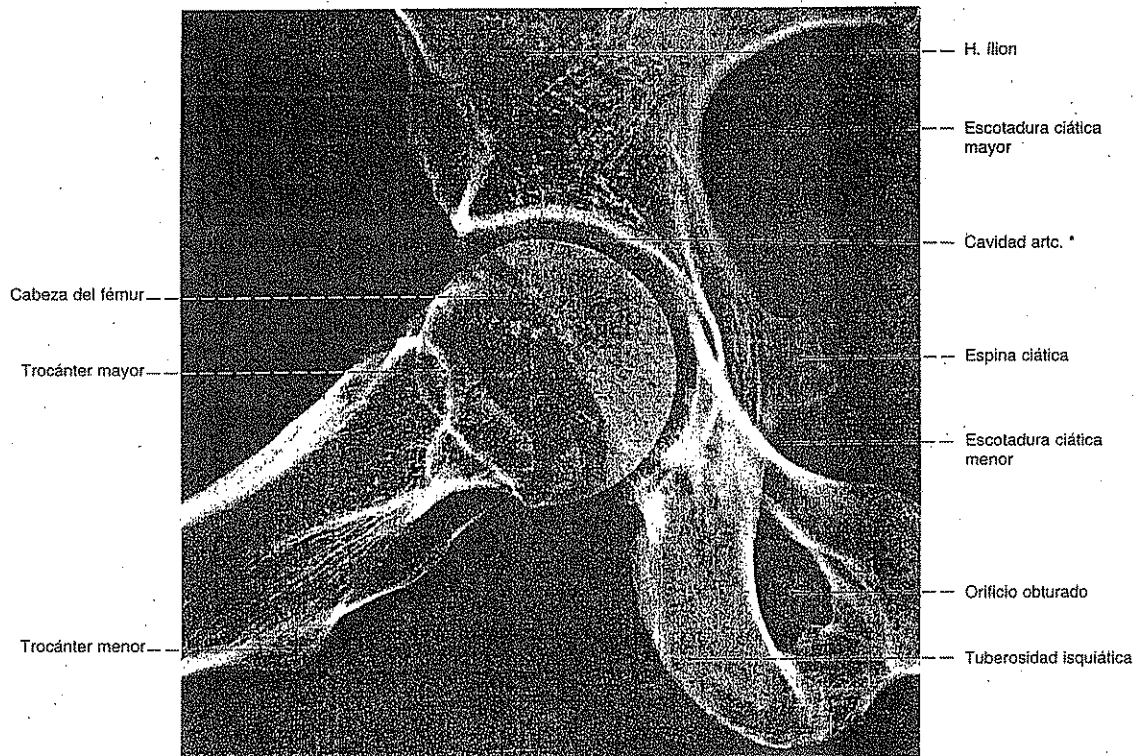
Radiografía AP de la articulación coxofemoral en proyección en decúbito con separación y flexión del fémur (proyección de LAUENSTEIN).
